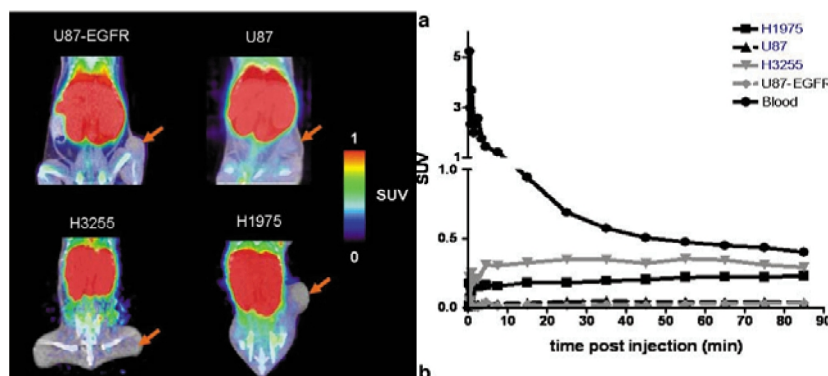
^{18}F - 吉非替尼四种肿瘤细胞荷瘤小鼠 PET/CT 显像发现肿瘤区并没有发现特异性的高摄取^[42]
